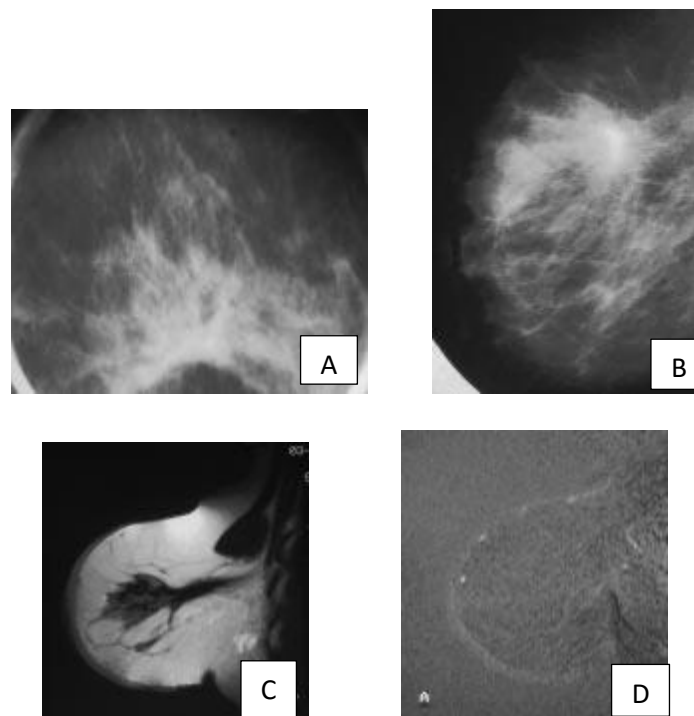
Mammographie et IRM mammaires : suspicion de récidive.
